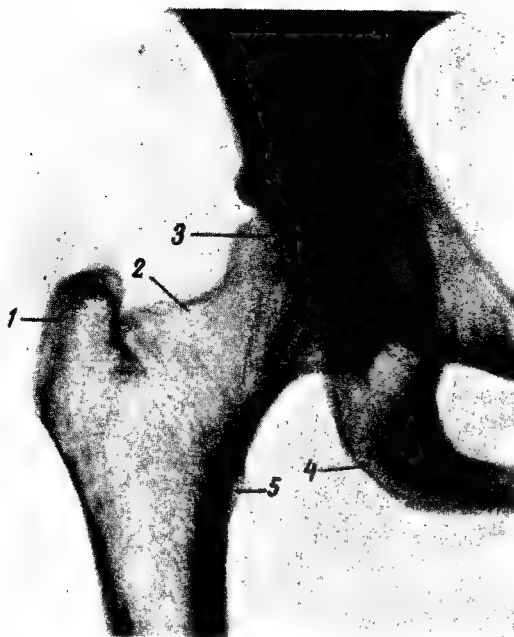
Рентгенограмма правого тазобедренного сустава.
